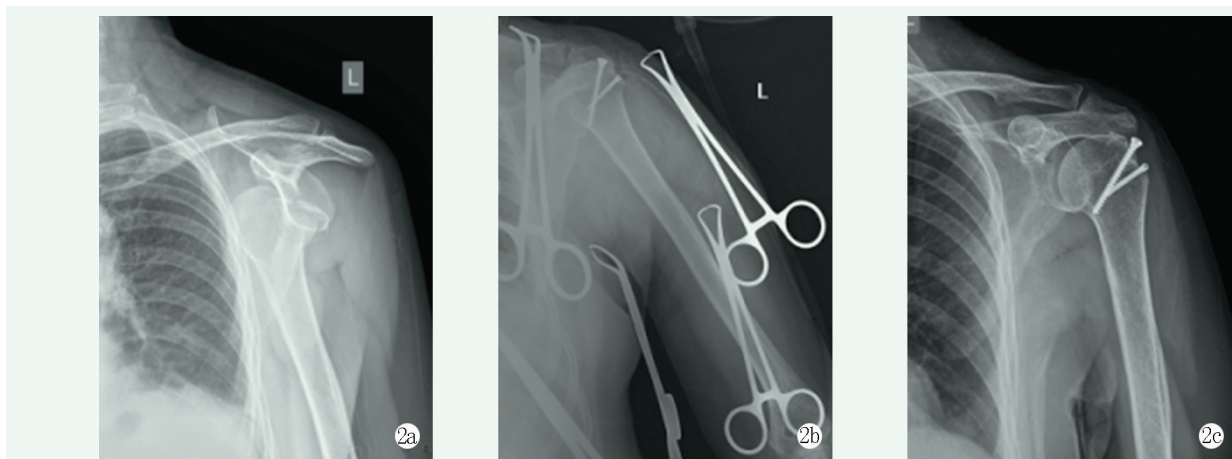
患者，女，36岁 2a: 术前X线片示肱骨大结节向近端分离移位 2b: 术中采用空心螺钉固定治疗 2c: 术后4个月X线片示肱骨大结节复位良好，达骨性愈合
